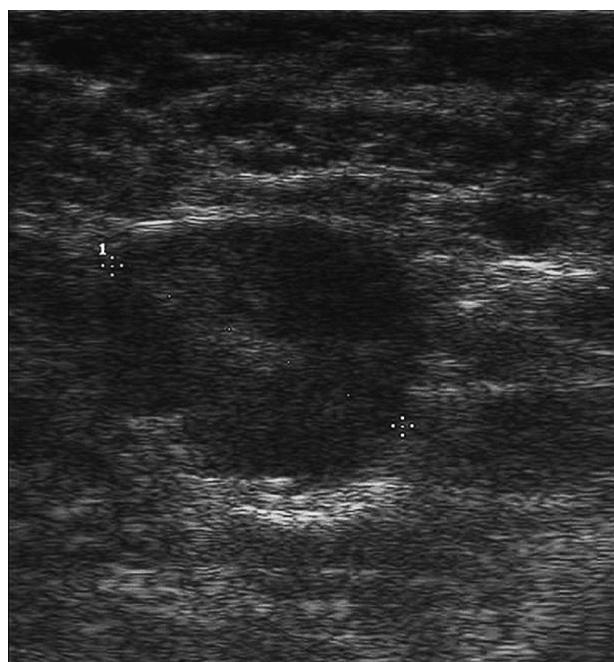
Ecografía axilar de adenopatía sospechosa.
